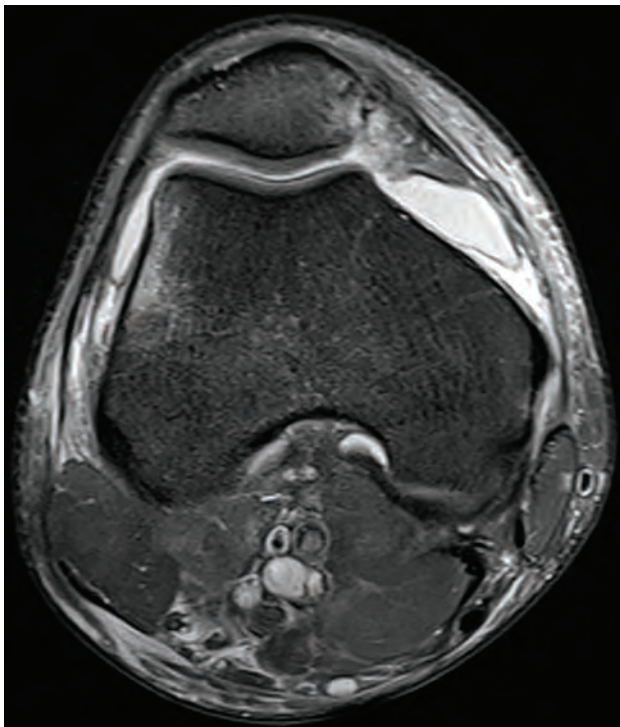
Imagen de corte axial de resonancia de rodilla derecha donde se evidencia lesión del LPMF a nivel de su inserción rotuliana y edema óseo post-contusión a nivel de la tróclea externa.
